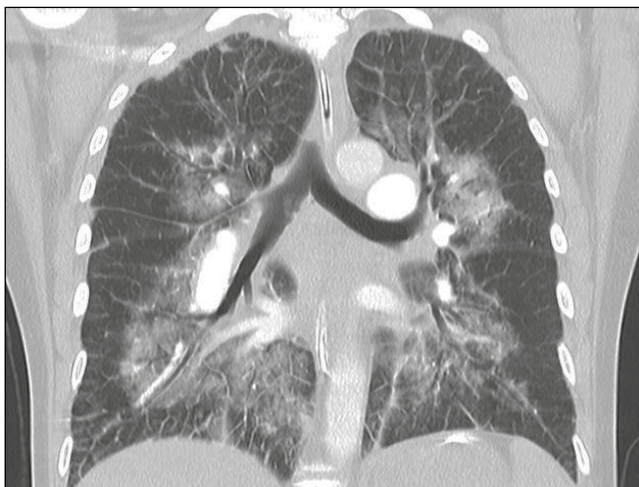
Компьютерная томограмма органов грудной клетки (мультипланарная реконструкция, корональная плоскость)
